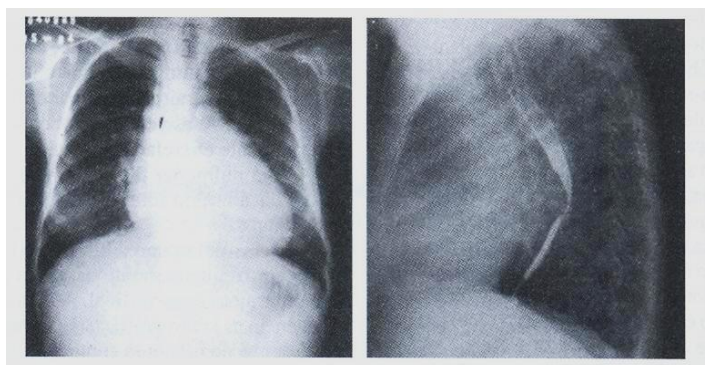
Exemplo de exame de radiografia torácica.
